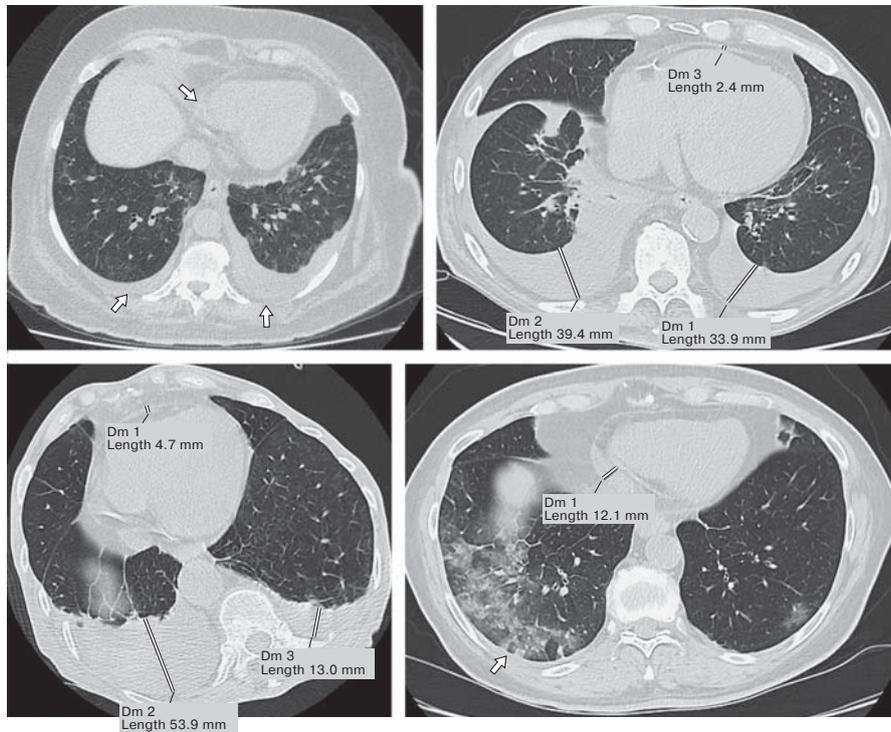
Компьютерные томограммы органов грудной клетки. Стрелками показан минимальный патологический выпот в полость перикарда и плевры на фоне изменений легочной ткани легкой степени (Dm – Distance measurement).
